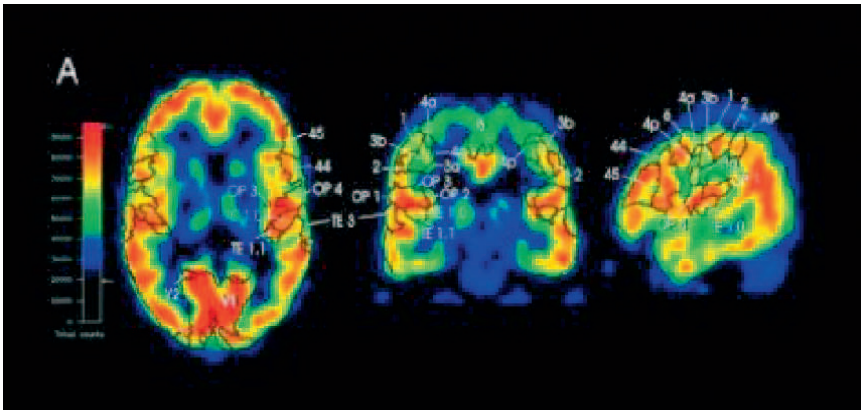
PET kann Transmitterrezeptoren im lebenden Gehirn des Menschen sichtbar machen, wie hier die Serotonin-Rezeptoren vom Typ 5-HT<sub>2A</sub>. Sie spielen beispielsweise bei Depression eine wichtige Rolle (Abbildung: Andreas Bauer und Mitarbeiter; INB-3).
